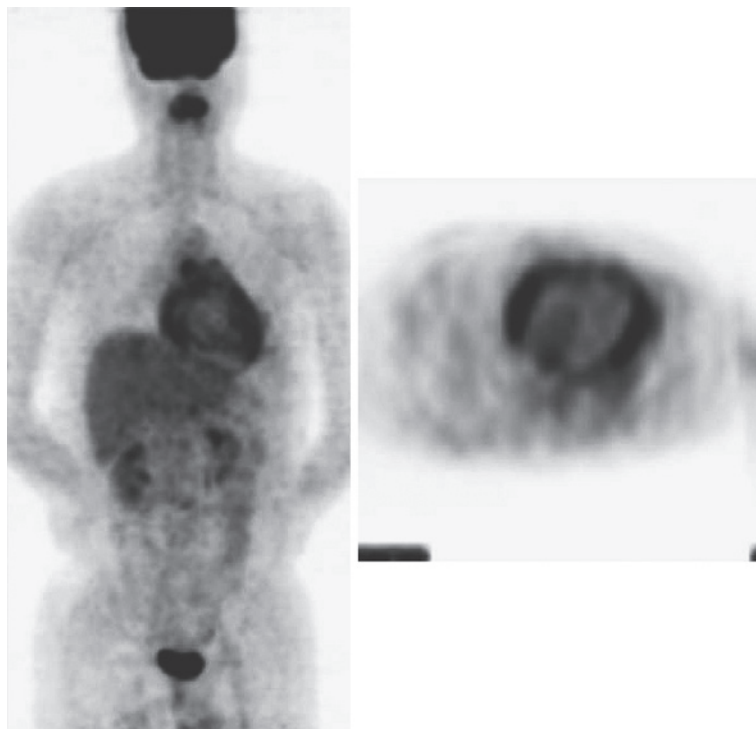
FDG-PET showing abnormal uptake of FDG around the pericardium.
